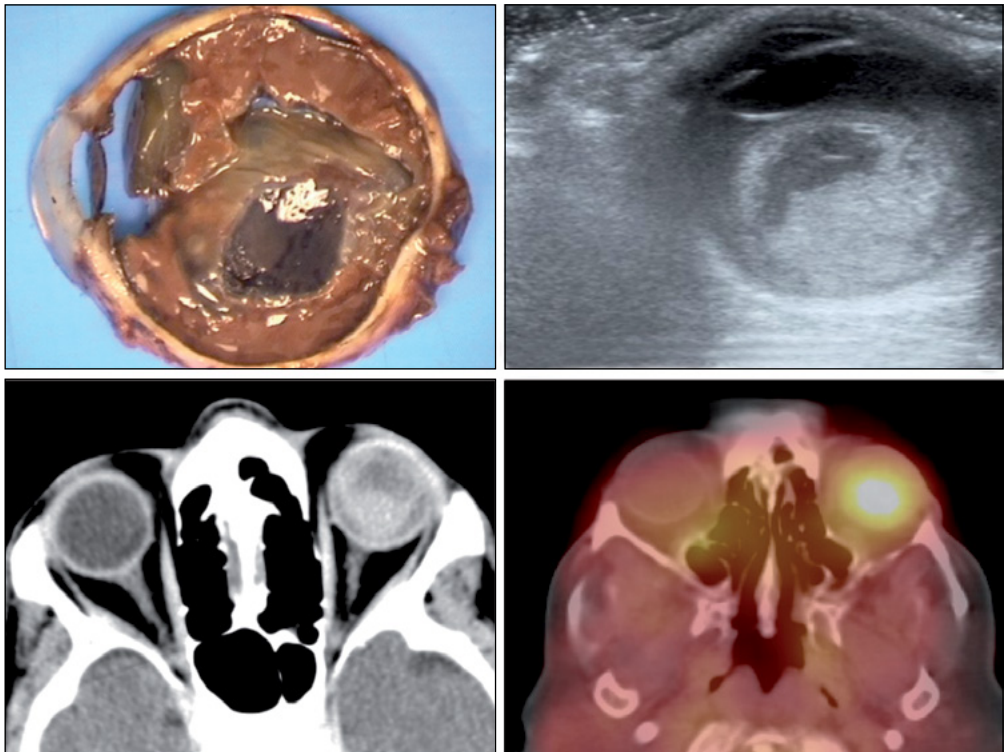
Arriba izquierda: Imagen macroscópica del ojo izquierdo en el que se aprecia la cámara vítrea ocupada por melanoma uveal de 17 mm de diámetro con áreas de necrosis y hemorragia. Arriba derecha: Ecografía del OI en el que se aprecia una masa heterogénea que ocupa 4/5 de la cavidad vítrea en contacto con cristalino. Abajo izquierda: TAC sagital donde se aprecia masa intraocular con hemorragia sin extensión a órbita. Abajo derecha: PET-TC con aumento de captación difuso y de elevada intensidad que compromete el ojo izquierdo (SUVmáx: 7,52).
